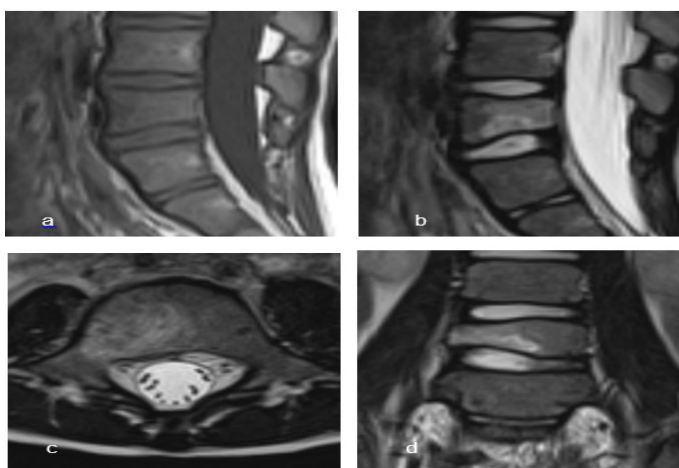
Очаг пониженной интенсивности сигнала по данным МРТ в T1-режиме (а), и повышенной интенсивности сигнала в T2-режиме (б, с, d) в теле L5 позвонка
